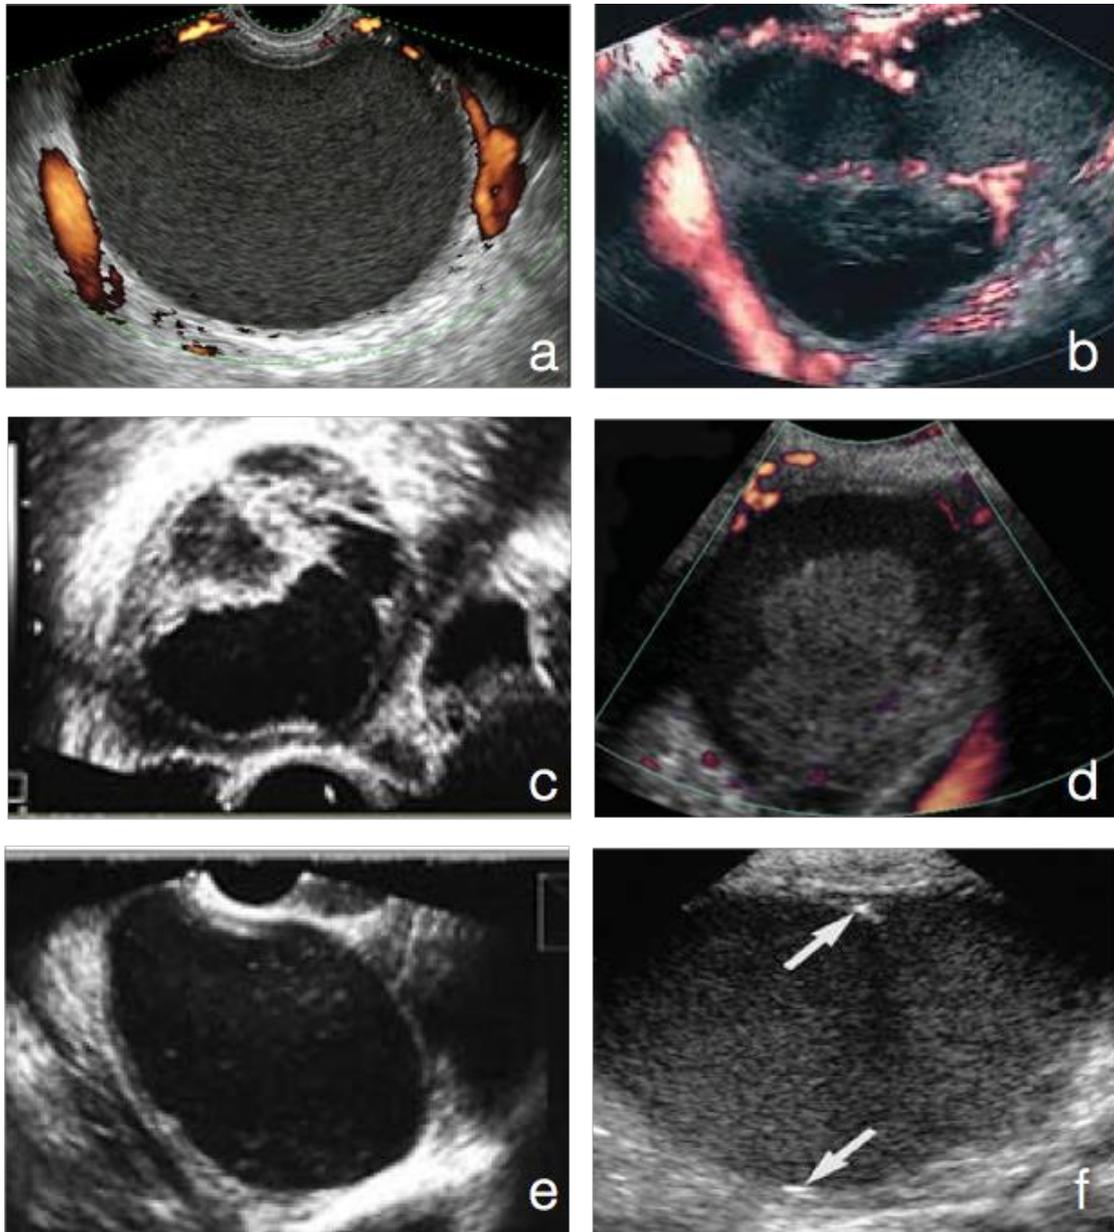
Características de los endometriomas por ecografía. (a) Aspecto típico: quistes uniloculares de pared gruesa y contenido homogéneo de baja ecogenicidad ("en vidrio esmerilado"). (b) La presencia de varios quistes en un mismo ovario es altamente sugestivo de endometriosis ovárica. (c) Endometrioma de aspecto atípico: contenido heterogéneo o con contenido intraquístico. (d) Ausencia de vascularización en endometrioma atípico con contenido intraquístico. (e) Endometrioma atípico: contenido homogéneo anecoico. En estos casos, ayuda al diagnóstico diferencial la ausencia de acoustic streaming o la presencia de calcificaciones en la pared quística (f).
